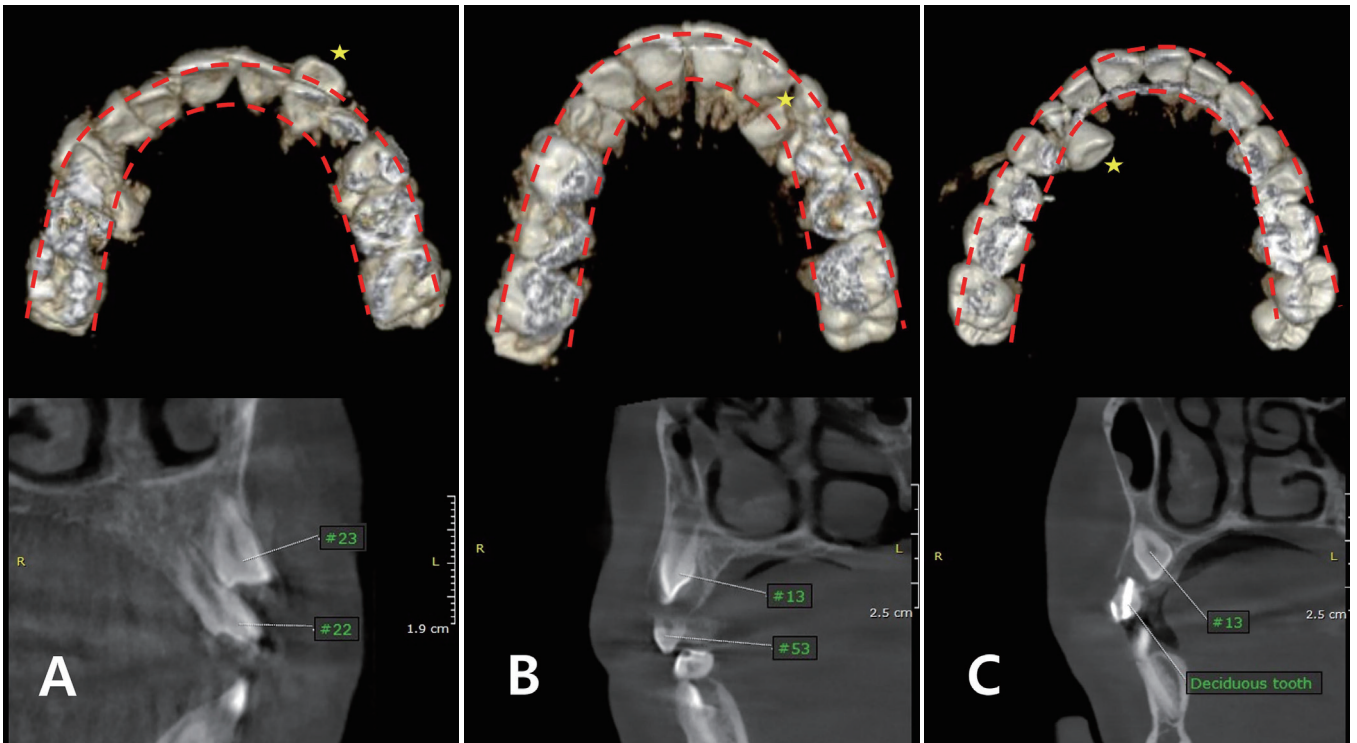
The labio-palatal position of the cusp tip of the canine in transverse plane. Based on dental arches, the labial side was classified as labial, the inner arch as within the arch, and the palatal side as palatal. (A)-(C) CBCT 3D reconstruction images and cross-sectional images. Labial (A), Within the arch (B), and Palatal (C).
